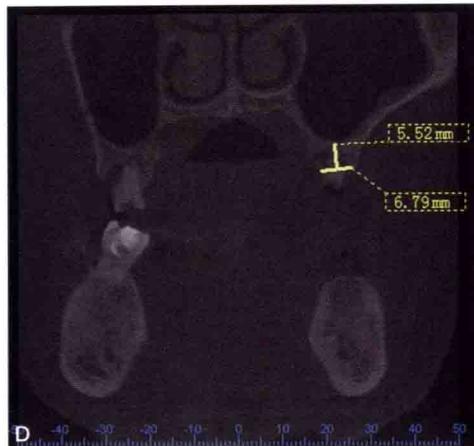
CBCT 剖面图显示 B7 上颌窦与牙槽嵴顶的距离不足,局部解剖形态适合进行上颌窦内提升
